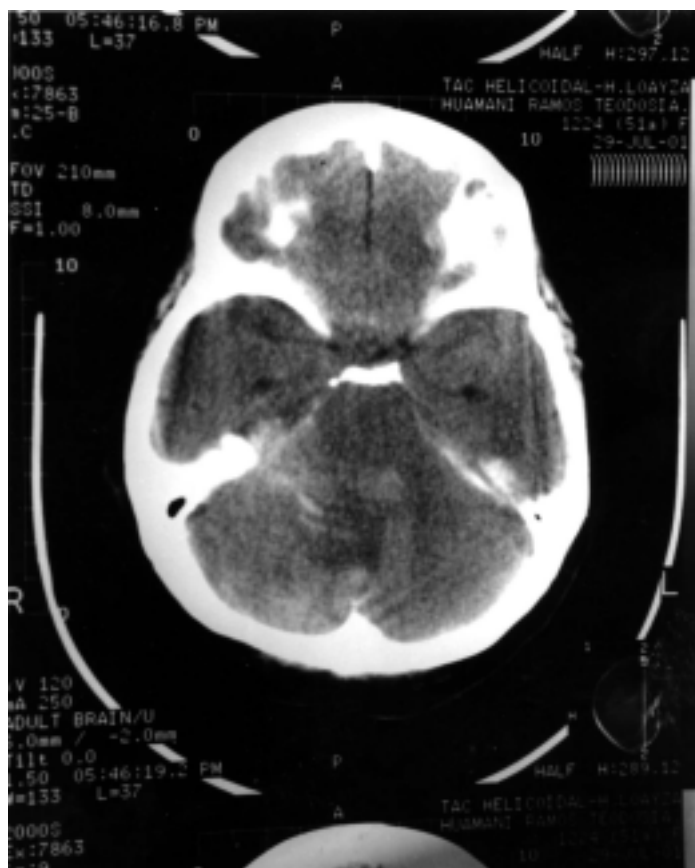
TAC CEREBRAL: Se observa hiperdensidad en cisternas de la base. En general, el parénquima cerebral es homogéneo con borramiento de sus circunvoluciones, evidenciándose edema cerebral difuso. Los hallazgos corresponden a edema cerebral asociado a foco de hemorragia subaracnoidea.
